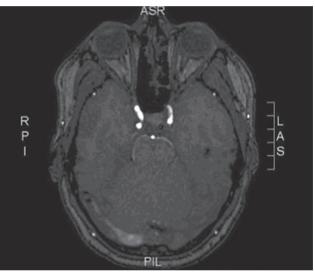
МРТ головы (горизонтальный срез). тромбоз верхнего сагиттального синуса с распространением в область правого поперечного и правого сигмовидного синусов
